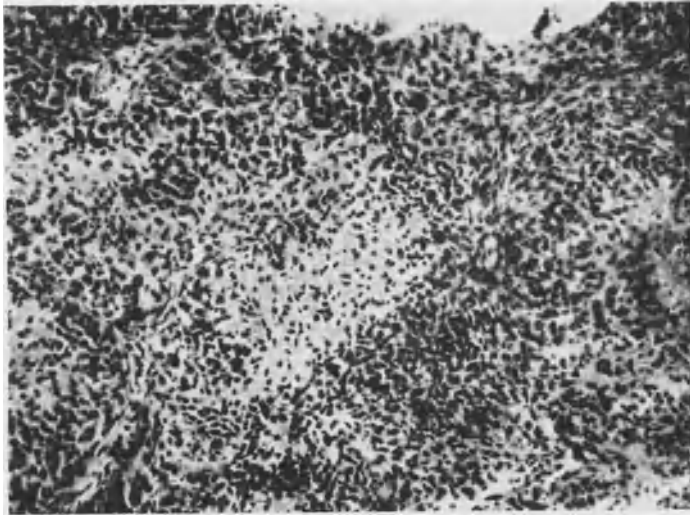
Zum Röntgenbild Abb. 147 zugehöriger Schnitt. Beginnende Osteoidbildung im Geschwulstgewebe durch Auftreten heller Zwischensubstanz zwischen den auseinandergedrängten Kernen.
